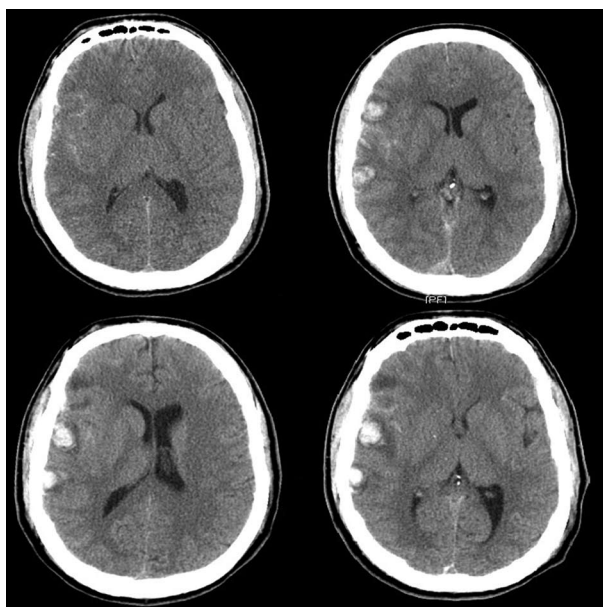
Комп'ютерна томографія ГМ хворого С., 36 років; безпосередньо після ЧМТ, у 1-шу, на 2-гу та 3-тю добу.
